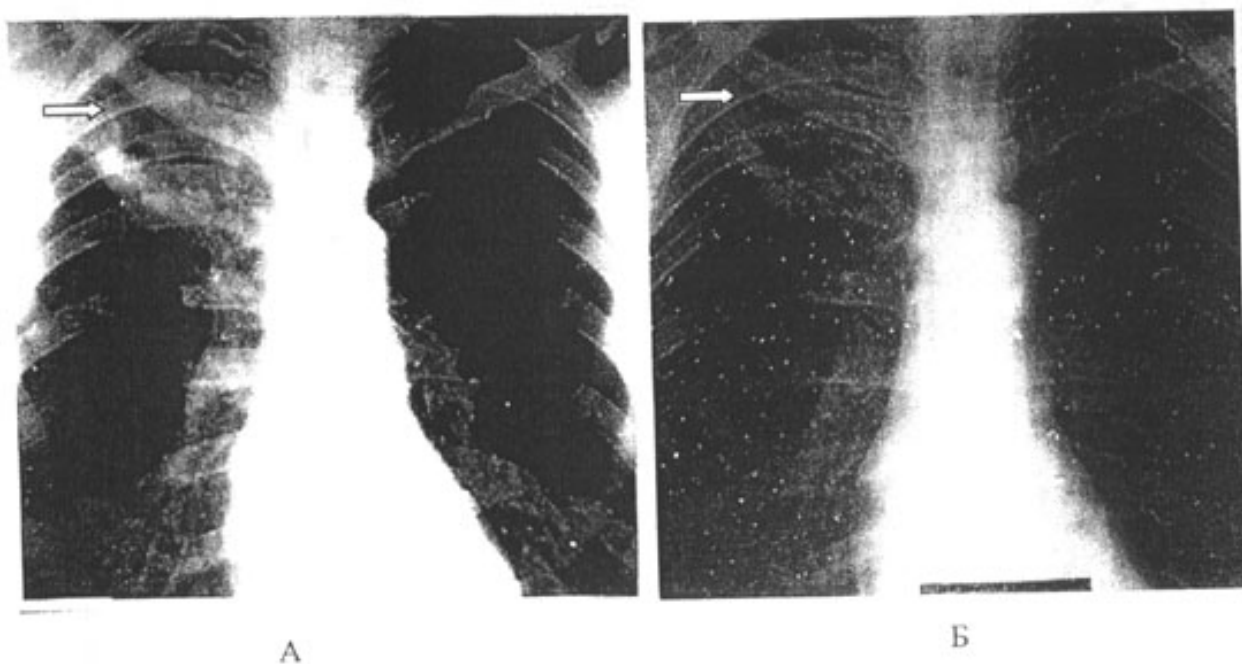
Рентгенограммы органов грудной клетки больного Д., 51 год в динамике комплексного лечения абсцесса верхней доли правого легкого. А – до лечения, Б – после лечения
